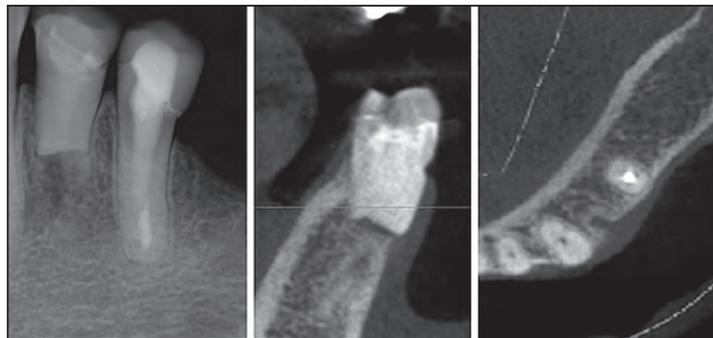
Radiografía Periapical y CBCT corte sagital y axial control 5 meses.
